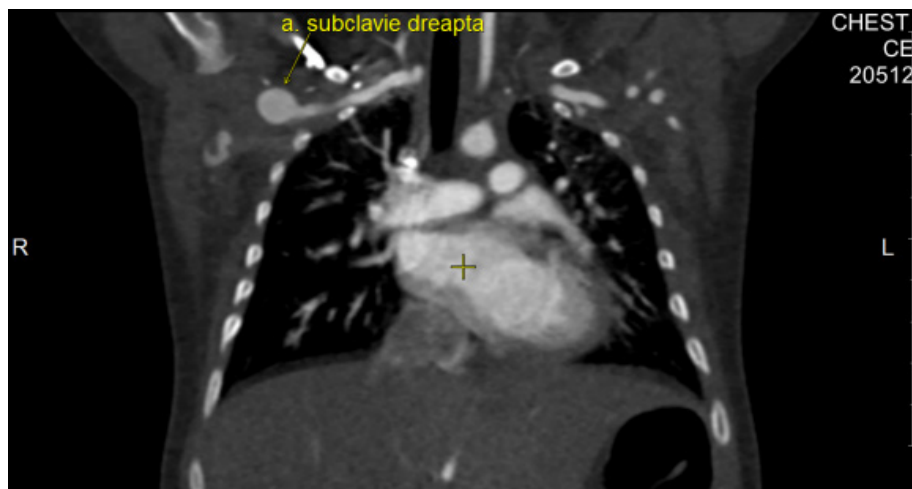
Angio-CT evidențiind un anevrism al arterei subclaviei drepte.
